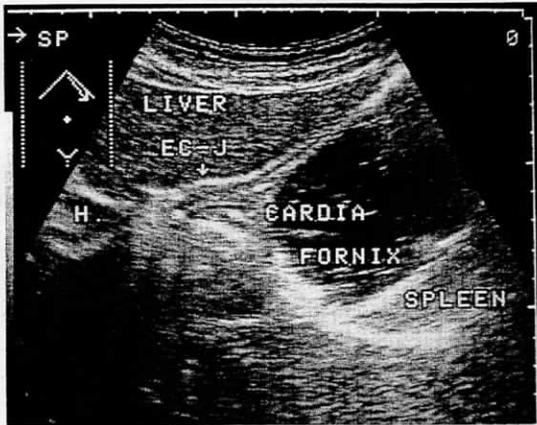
正常噴門の超音波像 cardia: 噴門, fornix: 穹窿部, EC-J: 食道噴門接合部
